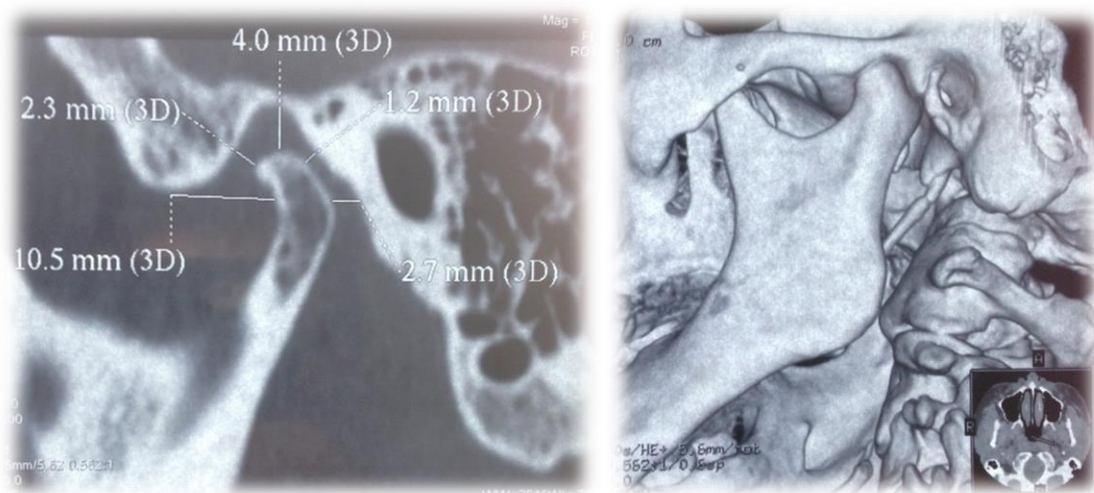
Компьютерная томограмма височно-нижнечелюстного сустава слева пациента А., 60 лет полученная в центральной окклюзии
